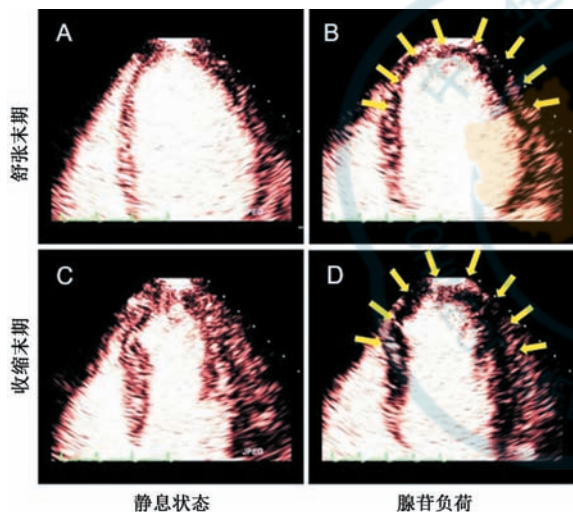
扩血管药物应用前后超声造影检测心肌缺血的表现 冠状动脉左前降支中-重度狭窄患者, 腺苷负荷后出现“窃血反应”, 负荷后左室前壁室壁运动减弱, 灌注减低(黄色箭头标注) A: 静息状态下舒张末期左室心肌灌注情况; B: 腺苷负荷时舒张末期左室心肌灌注情况; C: 静息状态下收缩末期左室心肌灌注情况; D: 腺苷负荷时收缩末期左室心肌灌注情况
